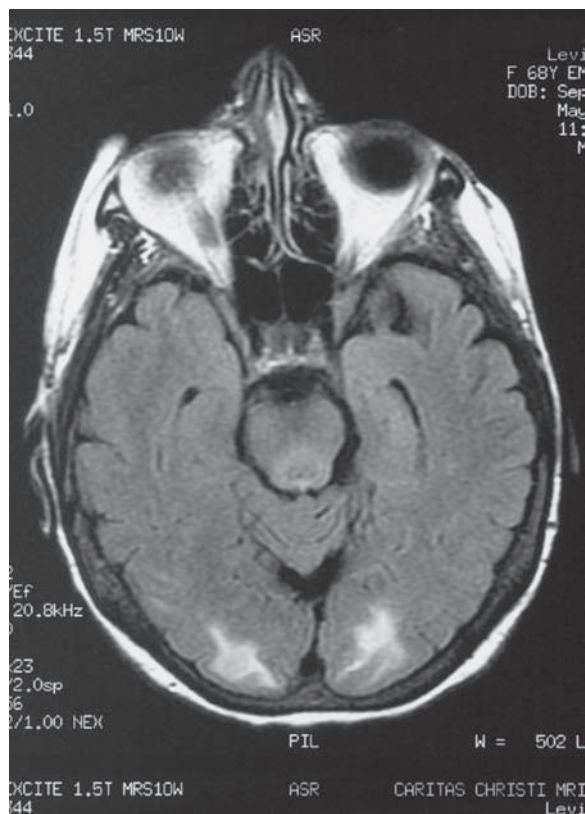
Leucoencefalopatía posterior reversible tóxica. Imagen de resonancia magnética axial RIAL en un paciente con ceguera cortical y dolor de cabeza grave días después de recibir vincristina. Este síndrome y los hallazgos radiológicos son más comunes después del uso de ciclosporina, FK-506 y otros quimioterápicos. Compárese con los estados similares de encefalopatía hipertensiva y toxemia que se muestran en la figura 34-29 en la página 729.
